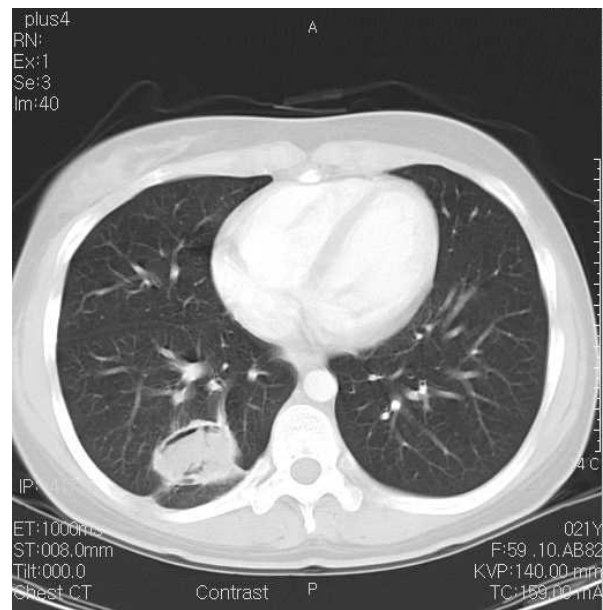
B. Chest CT shows cavitary lesion containing with fungus ball with air-meniscus sign in right lower lobe.
